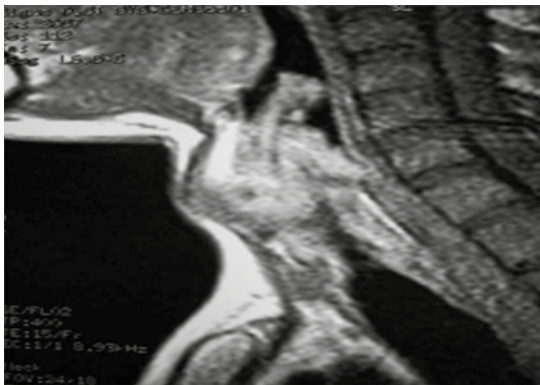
Resonancia magnética, cortes sagitales: evidencia de lesión granulomatosa obstruyendo luz laríngea desde la supraglotis a la subglotis.
